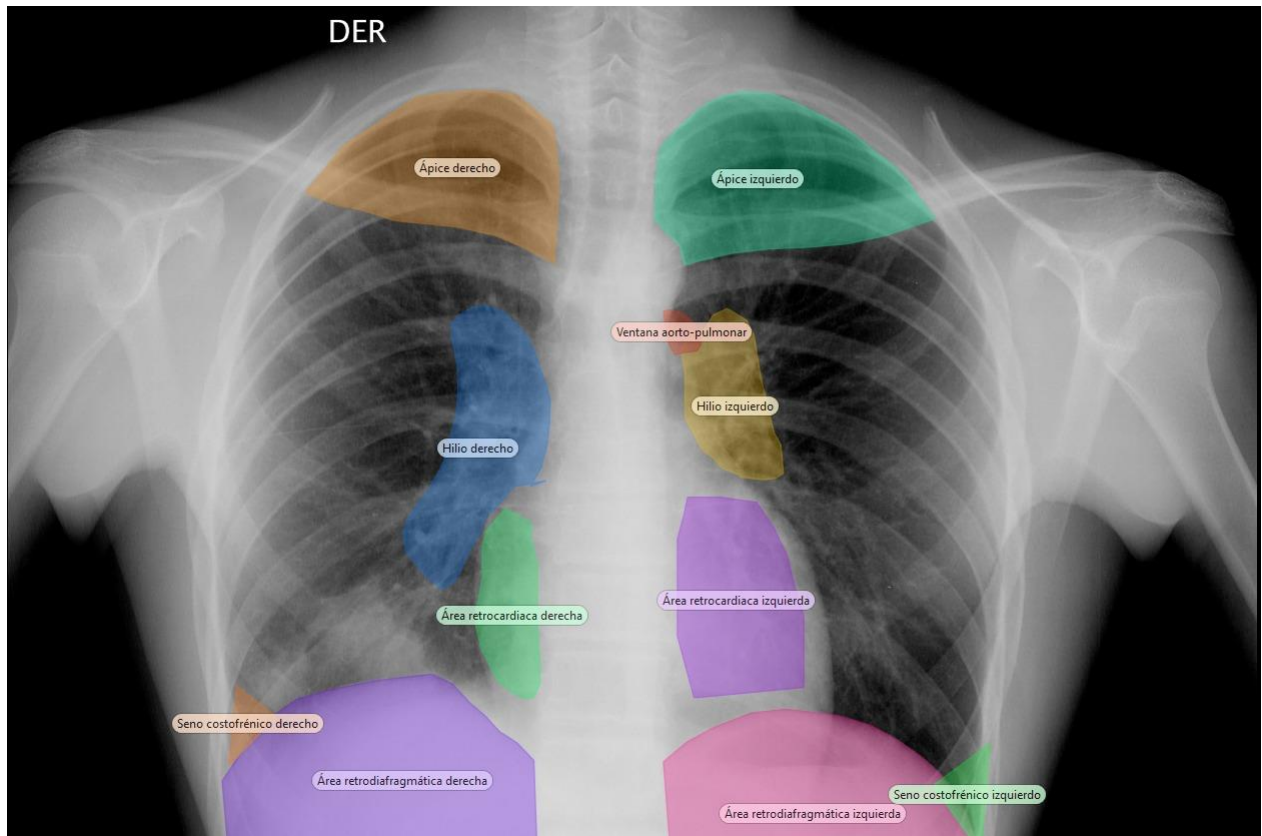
Áreas de interés en radiografías frontales (10 a 20).
